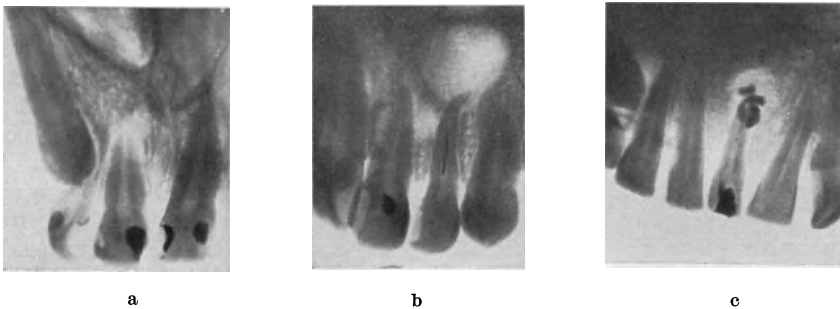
Röntgenbilder bei apikaler chronischer Periodontitis. a = Fehlende Wurzelbehandlung. b = Ungenügende Wurzelbehandlung. c = Durchgepresstes Füllungsmaterial.
